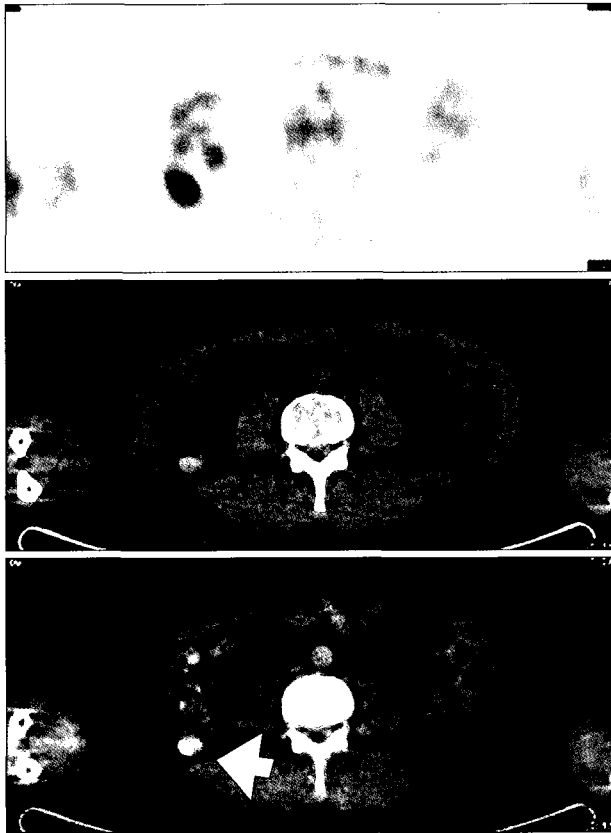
Combined F-18 FDG-PET/CT scan. A solitary area of increased uptake of FDG is noted in the area posterior to the right colon (white arrow).
